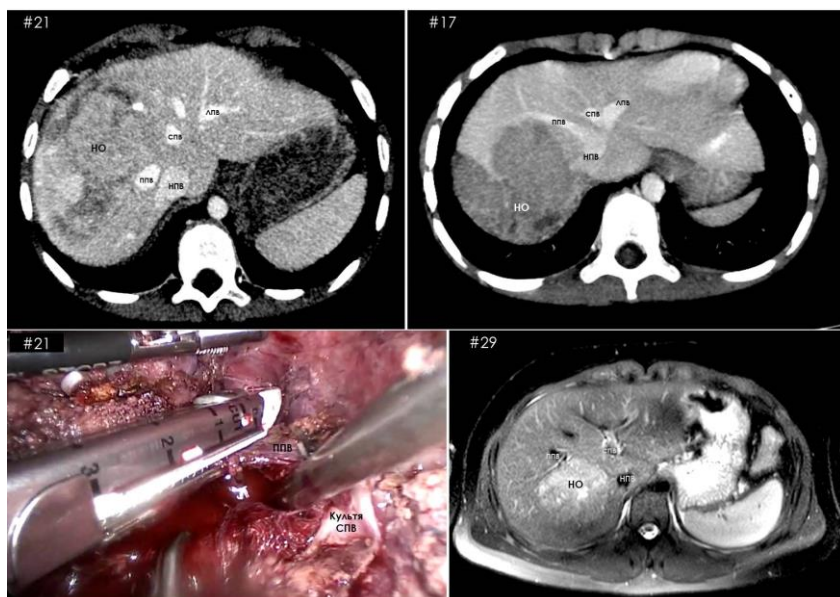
Данные КТ, МРТ, интраоперационная фотография резекций печени, при которых вследствие развития кровотечения потребовалась сосудистой изоляции
